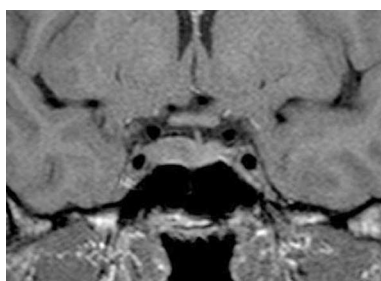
МРТ хворої Н., 28 р. з мікроаденомою гіпофіза, що секретує АКТГ, діаметром 9 мм з первинною інвазією ПП (I ст. за Knosp, підтверджена інтраопераційно).
